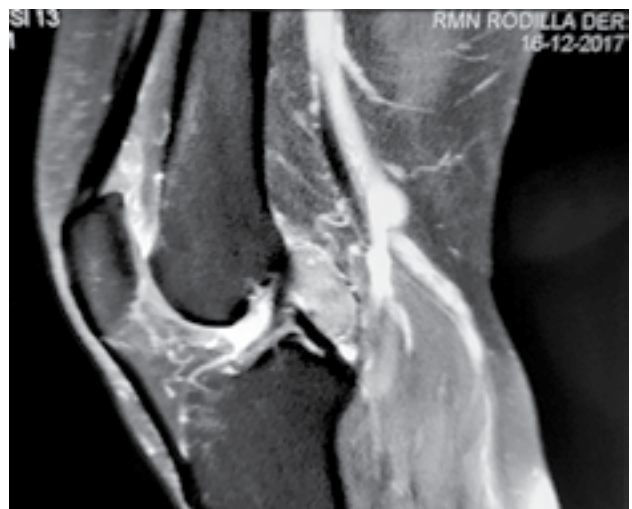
RMN de rodilla derecha, cortes sagital y axial. Localización Tumoral retro LCP.
